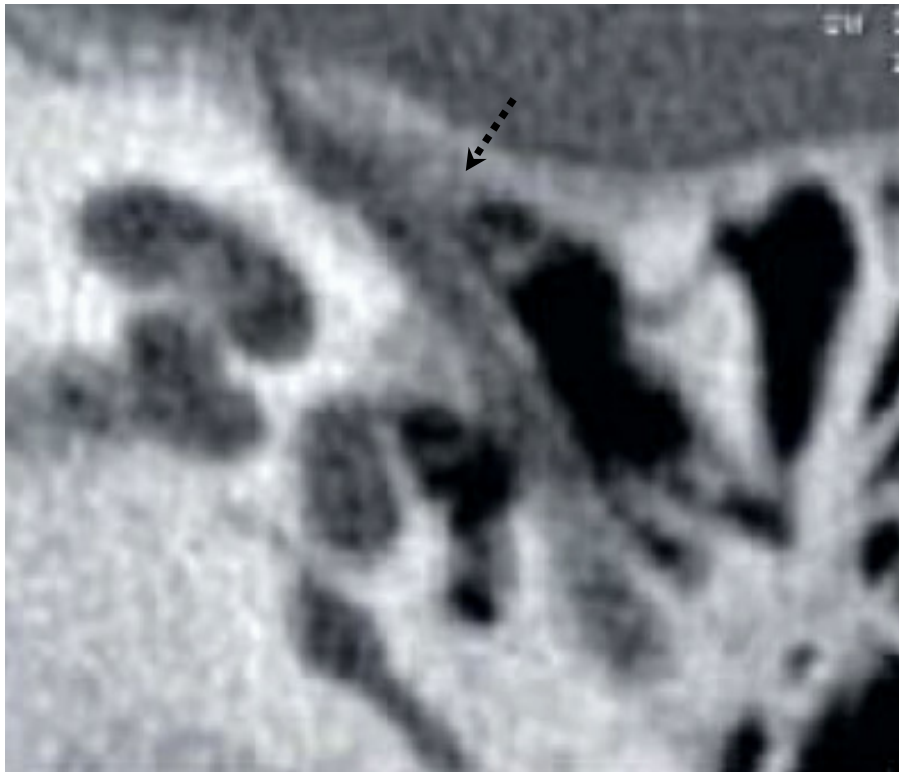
TDM objectivant un foyer préstapédien antérieur dans le cadre d'une otospongiose [167].
